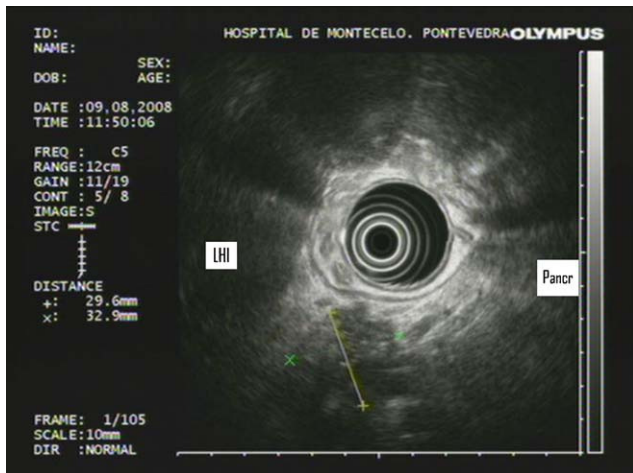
Ultrasonografía endoscópica que identifica masa dependiente de segmentos posterosuperiores del cuerpo pancreático sin claro plano de clivaje con la pared gástrica e íntima relación con las arterias hepática y esplénica.
